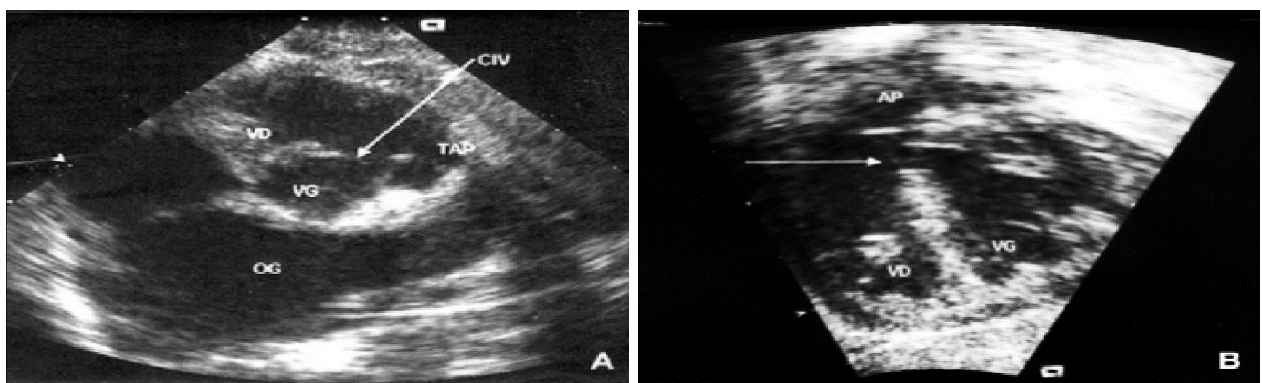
Échocardiographie d'une large CIV juxta-artérielle
